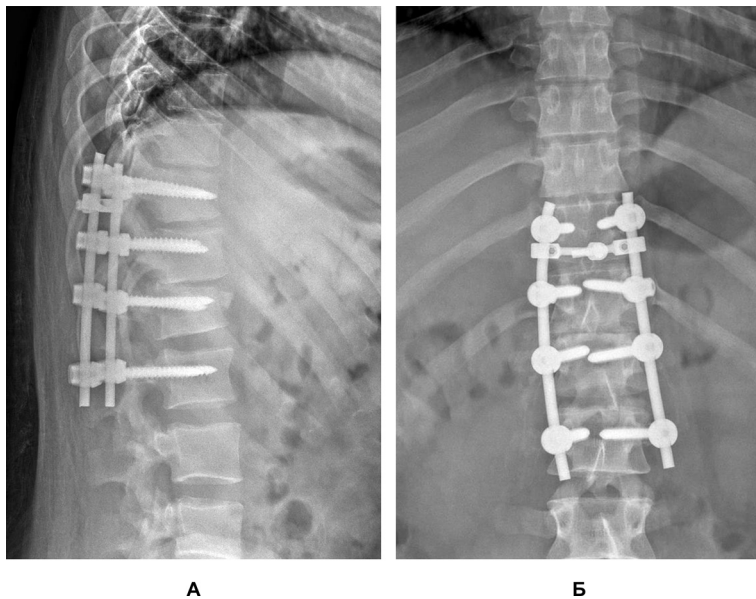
Рентгенографія через 23 доби після травми: А – бічна проекція; Б – передньо-задня проекція
